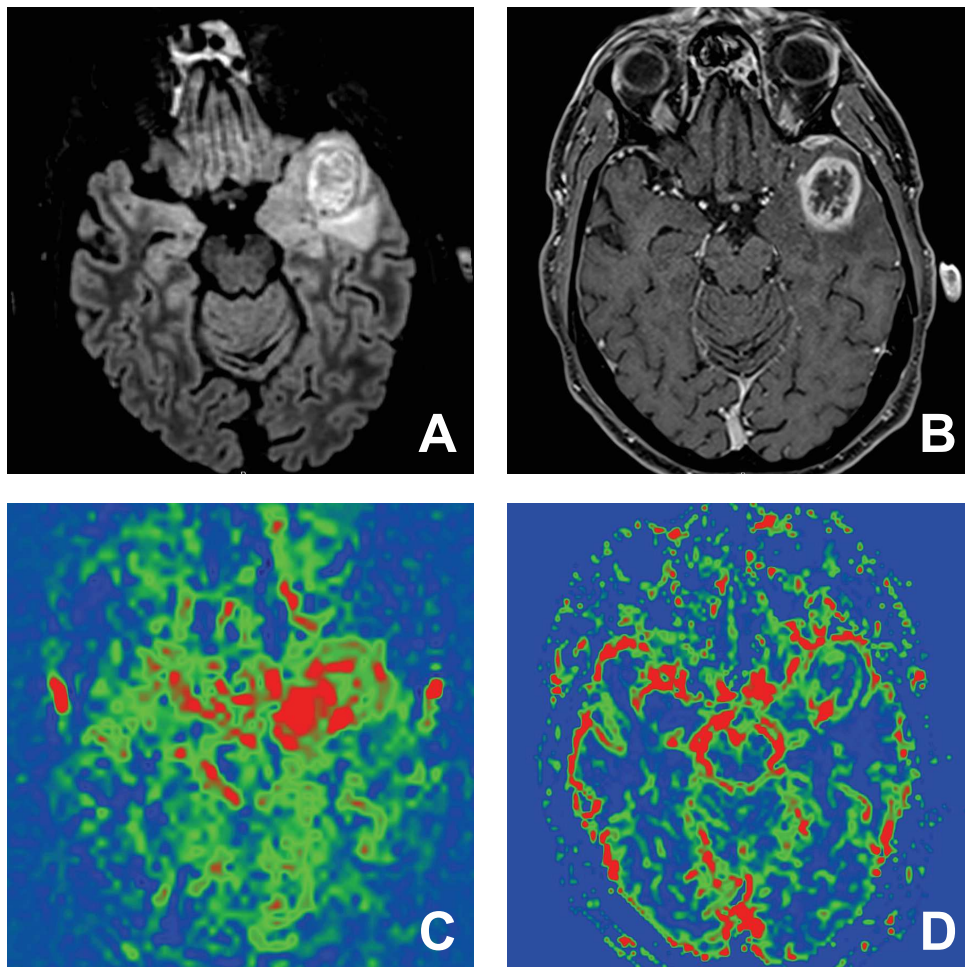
Exemple de glioblastome chez une patiente de 55 ans qui présente une lésion expansive temporale antérieure gauche avec extension hippocampique visible sur la séquence FLAIR (A) avec une prise de contraste hétérogène et nécrose centrale sur la séquence T1 après injection de gadolinium (B). La néoangiogenèse s'étend au-delà de la prise de contraste sur la carte ASL (C) contrairement à la carte T2* (D), notamment au niveau de l'hippocampe gauche.
